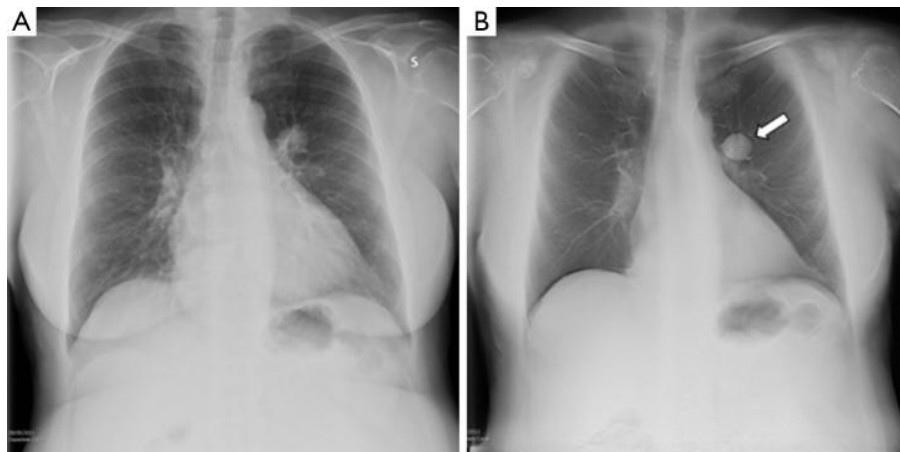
Зображення, отримані КТ (А) і томосинтезом (В). У цьому випадку пухлина (карциноїдний рак) більш помітна на зображенні томосинтезу. Біла стрілка вказує на карциноїдний рак.
